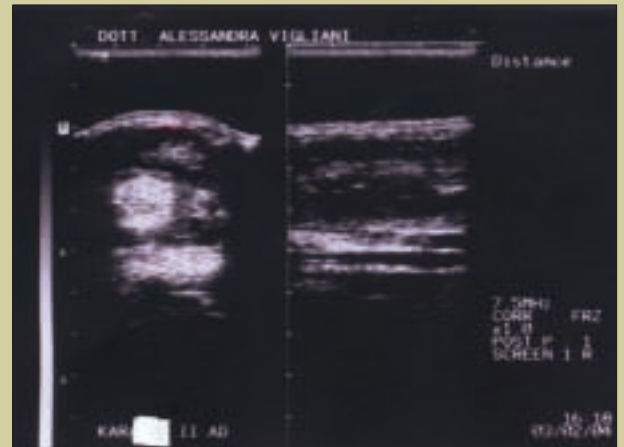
Immagine ecografica trasversale e longitudinale dello stinco palmare anteriore destro in un caso clinico di PSI di maschio castrone di cinque anni. La lesione visibile al SDTF come area anecogena è classificata di 4° grado.
